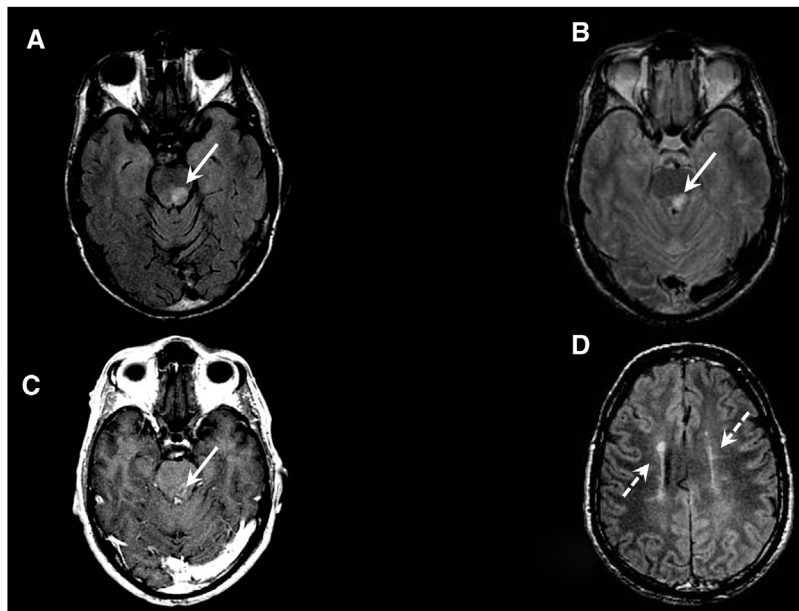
Imágenes de la RM de cráneo, en las que se evidencia una lesión focal en la región posterior y parasagital izquierda de la protuberancia, visible en secuencias FSE T2 FLAIR y FSE T2, en imágenes en el plano axial obtenidas a la altura del ápex orbitario (A y B, flechas sólidas). En secuencia FSPGR 3D T1 poscontraste intravenoso a dosis simple en el mismo plano, se identifica realce anular periférico incompleto de la lesión (C, flecha sólida), habitual en las lesiones de origen inflamatorio/desmielinizante. En secuencia FSE T2 FLAIR axial la sustancia blanca periventricular supratentorial evidencia más de tres lesiones, cuyo eje mayor es perpendicular al de los ventrículos laterales, también sugerentes de este tipo de afecciones (D, flechas discontinuas).
